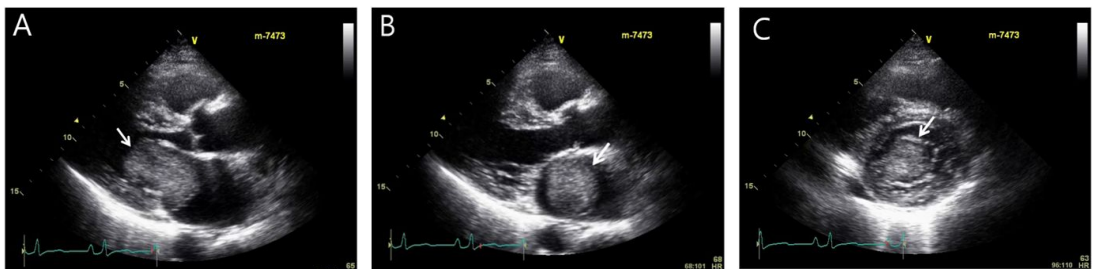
Echocardiography of left atrial myxoma. Parasternal long axis (A, B) and short axis (C) views show the movable echogenic mass (arrow) which is prolapsed into left ventricle during diastole.
